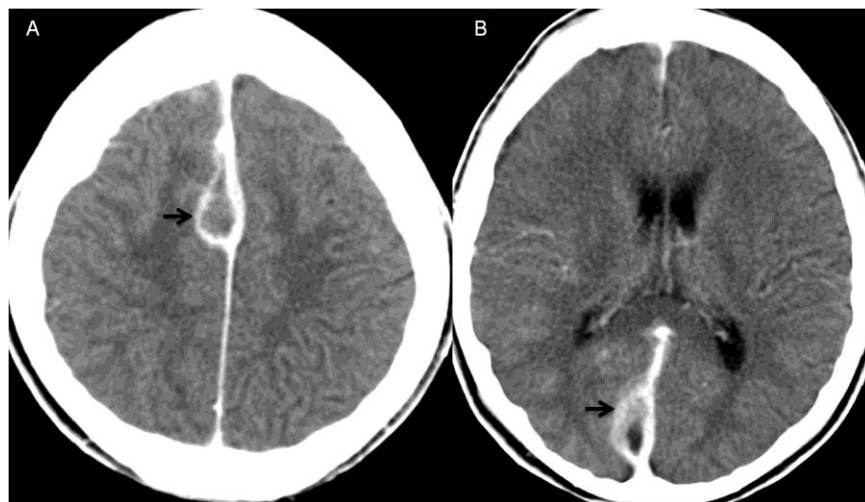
Abscesos subdurales. Imágenes axiales de TC + Contraste donde se observan colecciones subdurales en la región frontal parasagital derecha (A) y occipital (B) con importante realce periférico de las mismas por abscesos subdurales posoperatorios. Imagen archivo F.C.I
